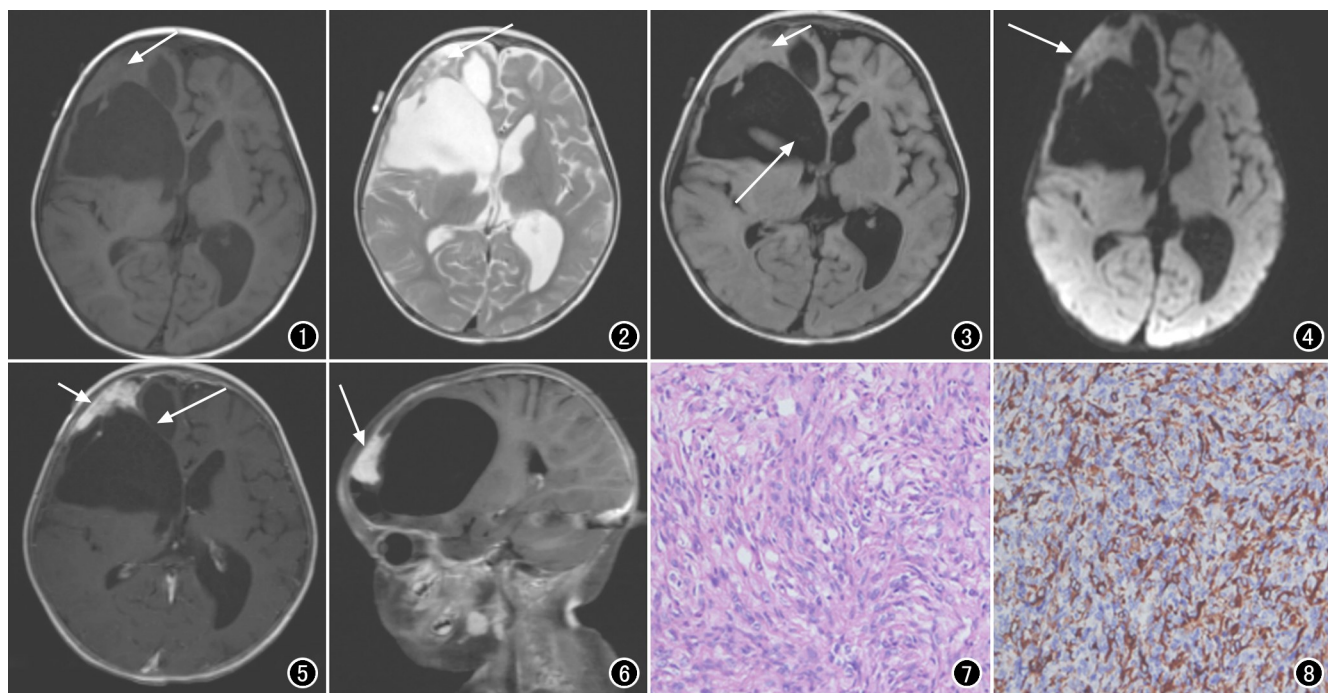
轴面 T_1 WI 示右侧额叶囊实性肿块,实性部分呈等信号(箭),囊性部分呈低信号。图2 轴面 T_2 WI 示右侧额叶囊实性肿块,实性部分呈稍高信号(箭),囊性部分呈高信号。图3 轴面 FLAIR 示右侧额叶肿块实性部分呈等信号(短箭),囊性病变呈低信号,病灶部分与侧脑室相通(长箭)。图4 DWI 示病灶呈等低信号(箭)。图5 轴面 MRI 增强扫描示右侧额叶肿块实性部分呈明显均匀强化(短箭),囊性部分未见明显强化,分隔见轻度强化(长箭)。图6 矢状面 MRI 增强扫描示右侧额叶肿块实性部分呈明显均匀强化(箭),囊性部分未见明显强化,周围脑膜可见明显强化。图7 镜下示肿瘤性星形细胞排列成束状、编织状,可见灶状区域肿瘤细胞核呈圆形,排列紧密,可见少许肿瘤细胞侵及硬脑膜($\times 400$, HE)。图8 免疫组化示星形细胞样瘤细胞 GFAP 阳性($\times 400$, HE)。
